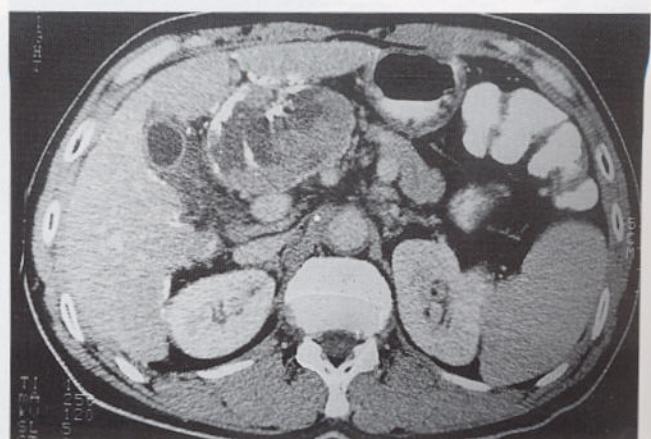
CT scan after 5th chemoembolization shows faint lipiodol uptake with some central necrosis but still shows enhancing peripheral viable portions of the tumor.
